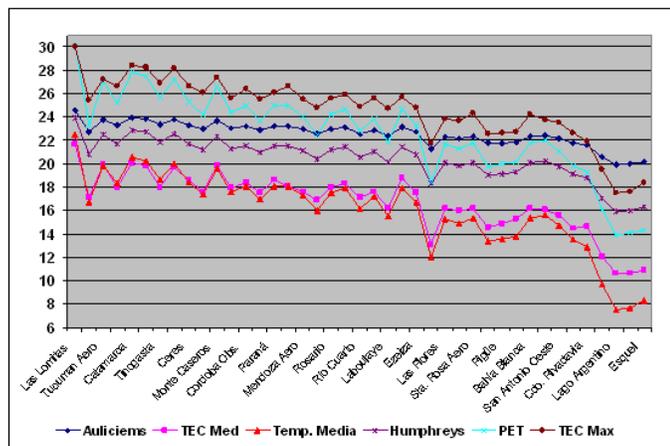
Comparación de los valores del Termopreferendum, TEC (Max y Med), y PET para 42 localidades del país
